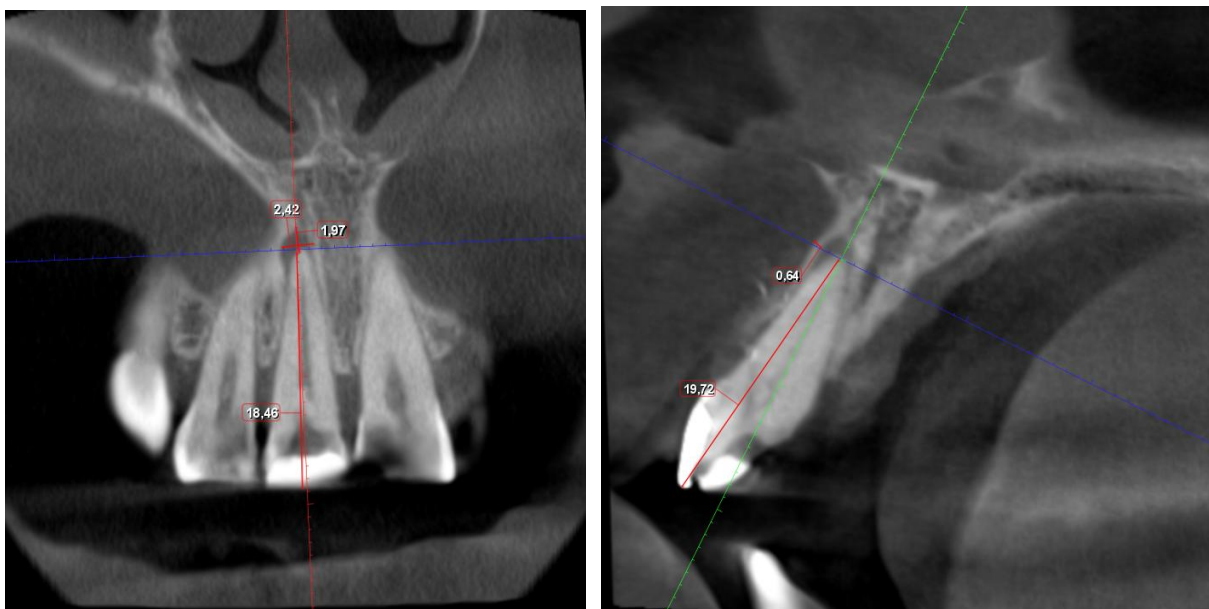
Planificación de la cirugía periapical usando la imagen CBCT en el software Planmeca Romexis. Capturas fuente propia.
